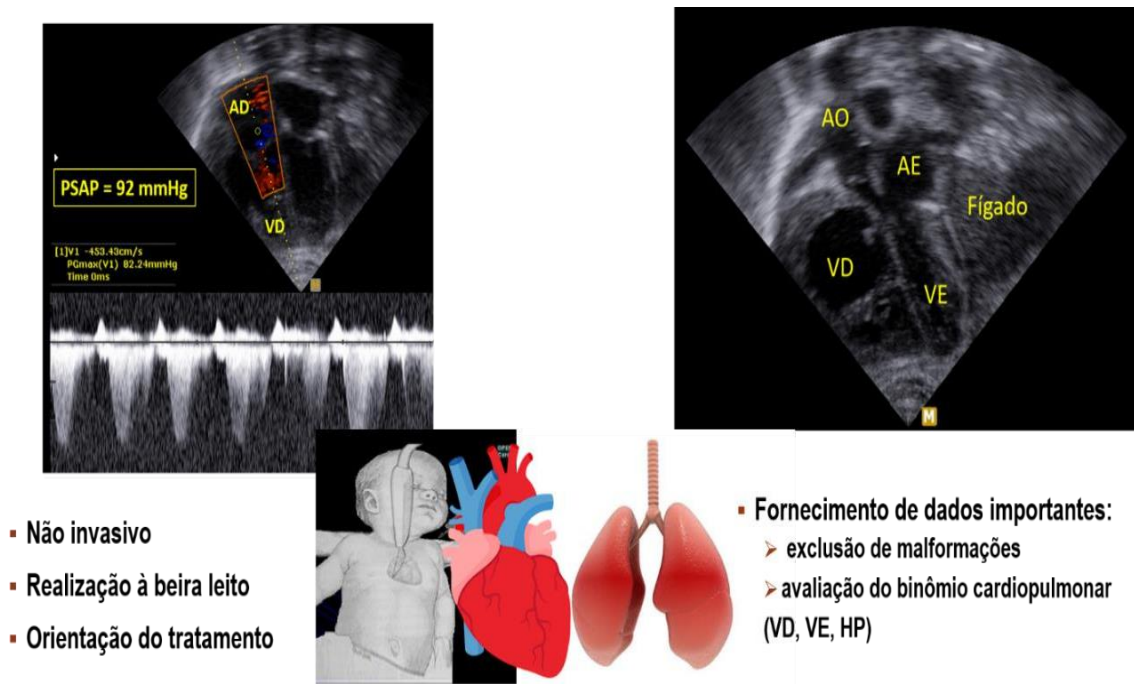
Importância e funcionalidade do ecocardiograma na condução da doença.
